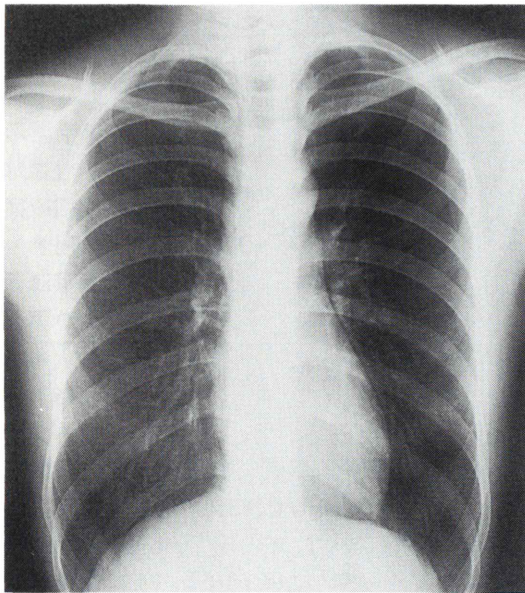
Chest X-ray taken in June, 1990 when the patient was taking 150  $\mu\text{g}$  of T4 (levothyroxine sodium) per day every day. Multiple pulmonary nodules are noted in the lower pulmonary fields (arrow).
